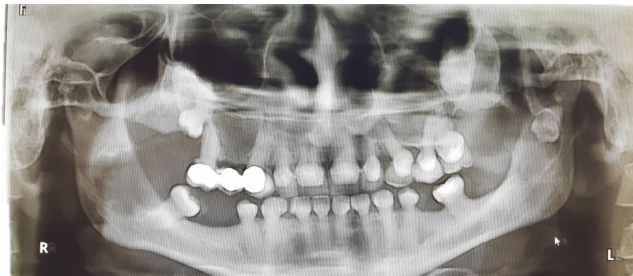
Radiografía Panorámica de Maxilares en donde se apreciaron múltiples lesiones radiolúcidas tanto en maxilar como en mandíbula, piezas dentales incluidas
